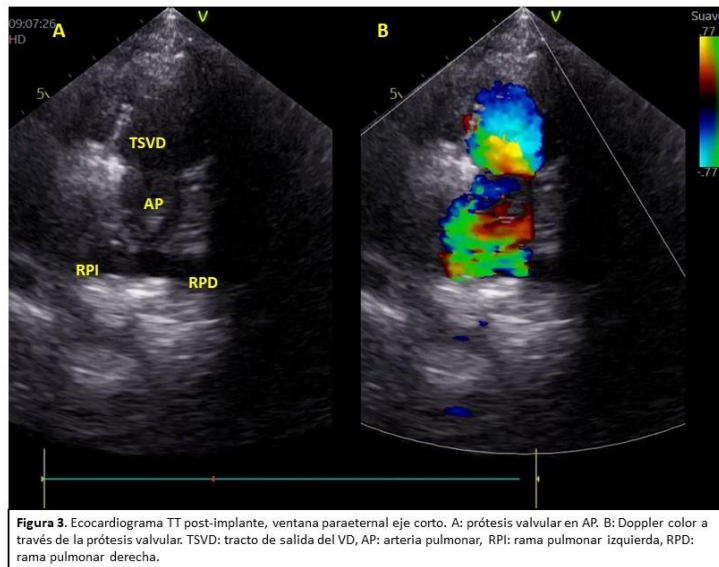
Ecocardiograma TT post-implante, ventana paraeternal eje corto. A: prótesis valvular en AP. B: Doppler color a través de la prótesis valvular. TSVD: tracto de salida del VD, AP: arteria pulmonar, RPI: rama pulmonar izquierda, RPD: rama pulmonar derecha.
